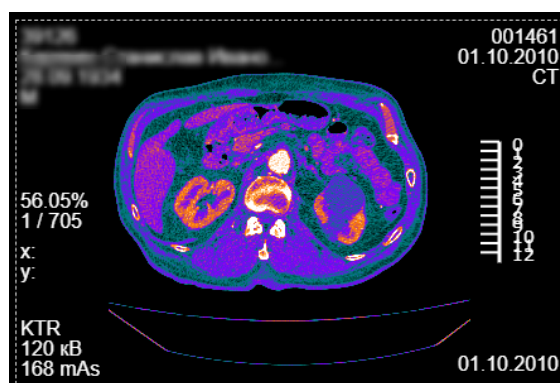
Изображение в цветовой гамме палитры PET
